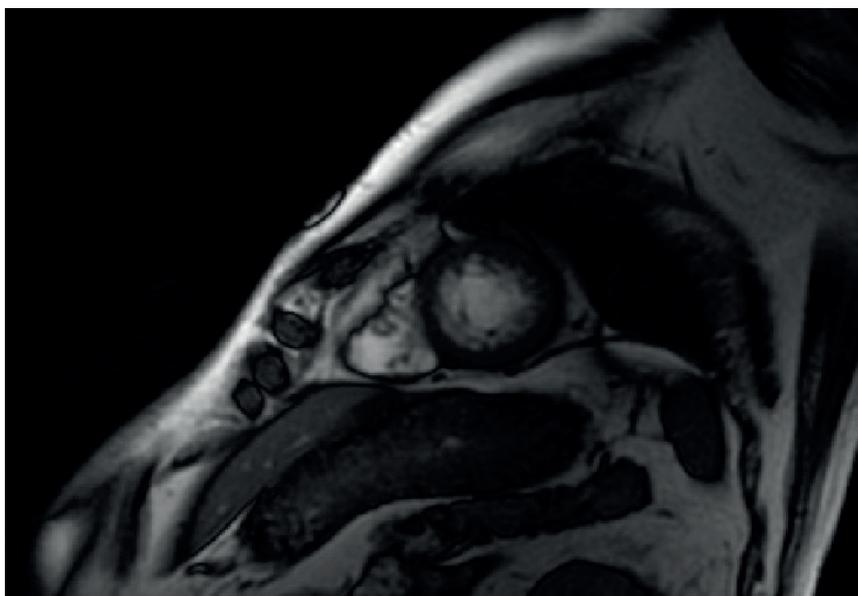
RMN cardiaca, secuencia cine a nivel apical en que se observa hipertrabeculación.
